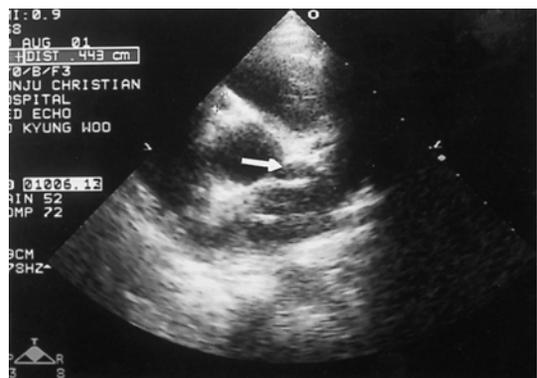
Echocardiogram showing left coronary artery aneurysm on parasternal short axis view(arrow).
